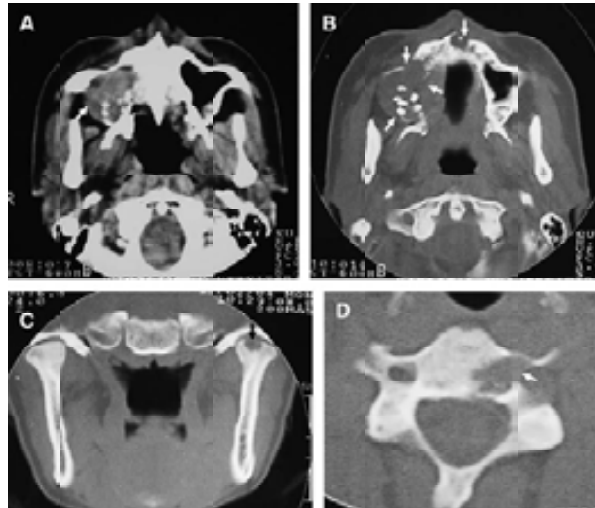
Se muestran distintos cortes de la tomografía axial computarizada donde se observa un aumento de volumen en el seno maxilar.
